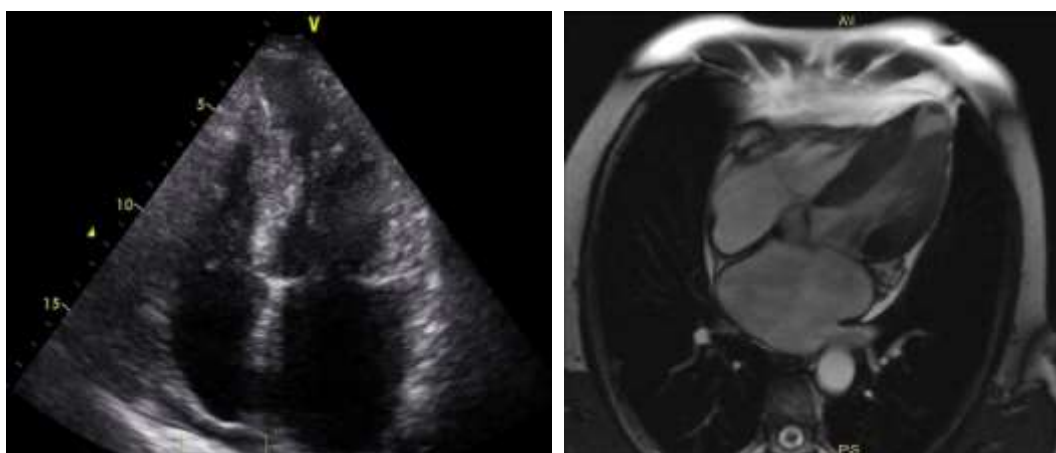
Imaging di un paziente con CMI afferente all'ambulatorio specialistico di cardiomiopatie dell'Azienda Ospedaliera di Padova. A sinistra un'immagine ecocardiografica in cui si può notare l'ipertrofia mesoventricolare del ventricolo sinistro con la presenza associata di un aneurisma apicale. Si osserva inoltre la marcata dilatazione dell'atrio sinistro. A destra il cuore dello stesso paziente visto alla risonanza magnetica.
